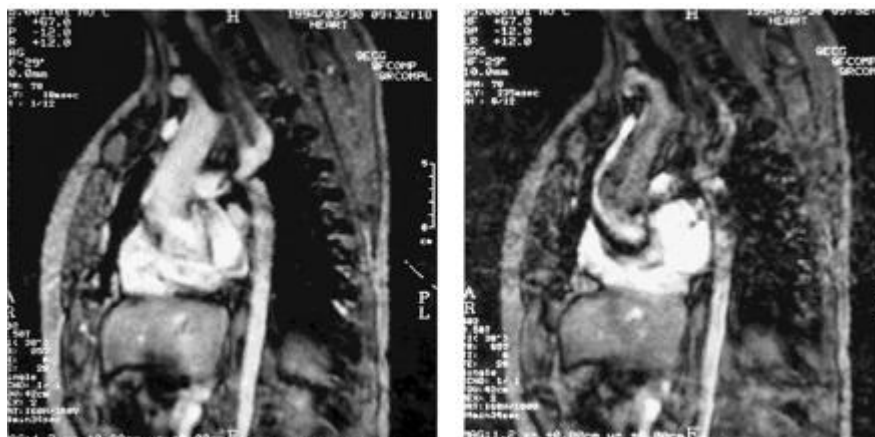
séquence ciné-IRM. Le cliché gauche montre le plateau aorte descendante au niveau du ductus. Le cliché droit montre une turbulence légère (noir) dans la partie proximale de l'aorte, suggérant un faible gradient de pression [17].
